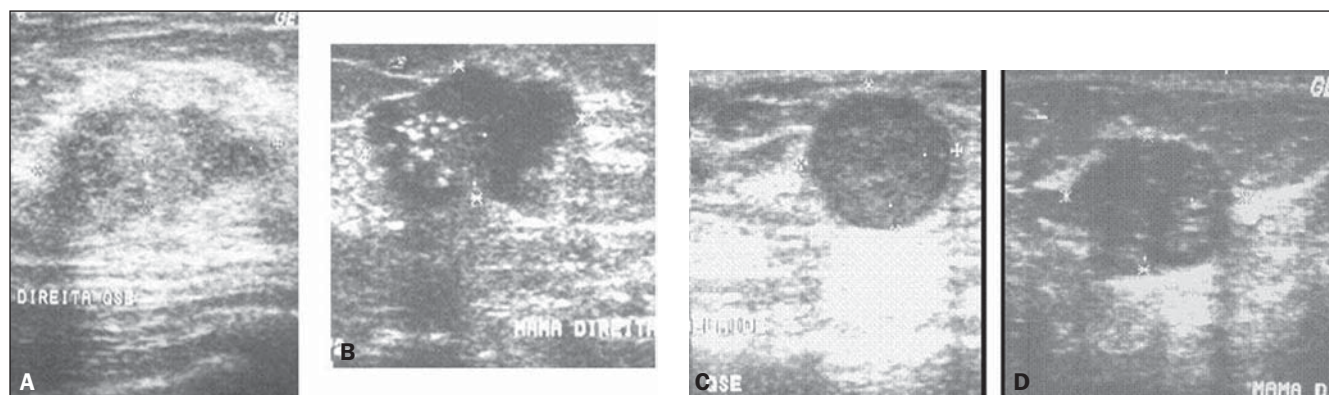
Ultrassonografias dos dois carcinomas ductais infiltrantes (A,B) classificados como benignos por DWR. Estas mesmas lesões foram corretamente classificadas por RS. Ultrassonografias de dois dos fibroadenomas (C,D) classificados como malignos por DWR. Estas mesmas lesões foram corretamente classificadas por RS.
